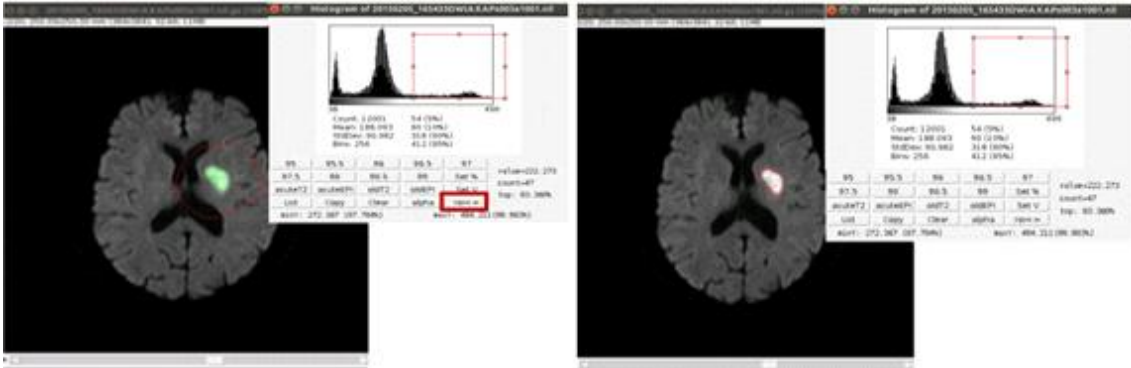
그림 확산강조MRI에서 뇌경색 부피 측정 소프트웨어. 1) 병변의 고신호강도의 역치값을 이용하여 반자동으로 병변의 경계를 그린다(Semiautomatic region-of-interest selection). 2) 필요시 반자동 병변경계를 수정한다(Manual adjustment of the stroke lesion).
